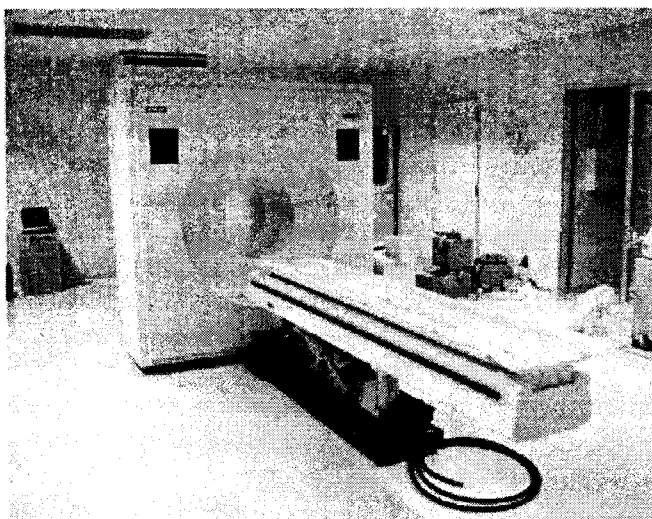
Установка для позитронно-емісійної томографії.
